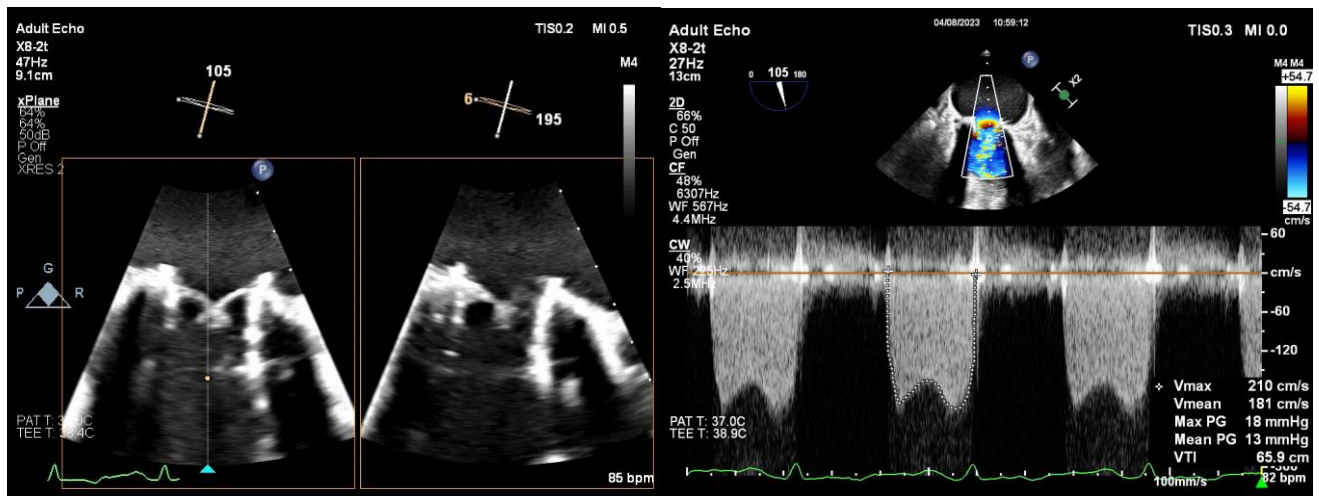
Динамика эхокардиографических показателей через месяц
